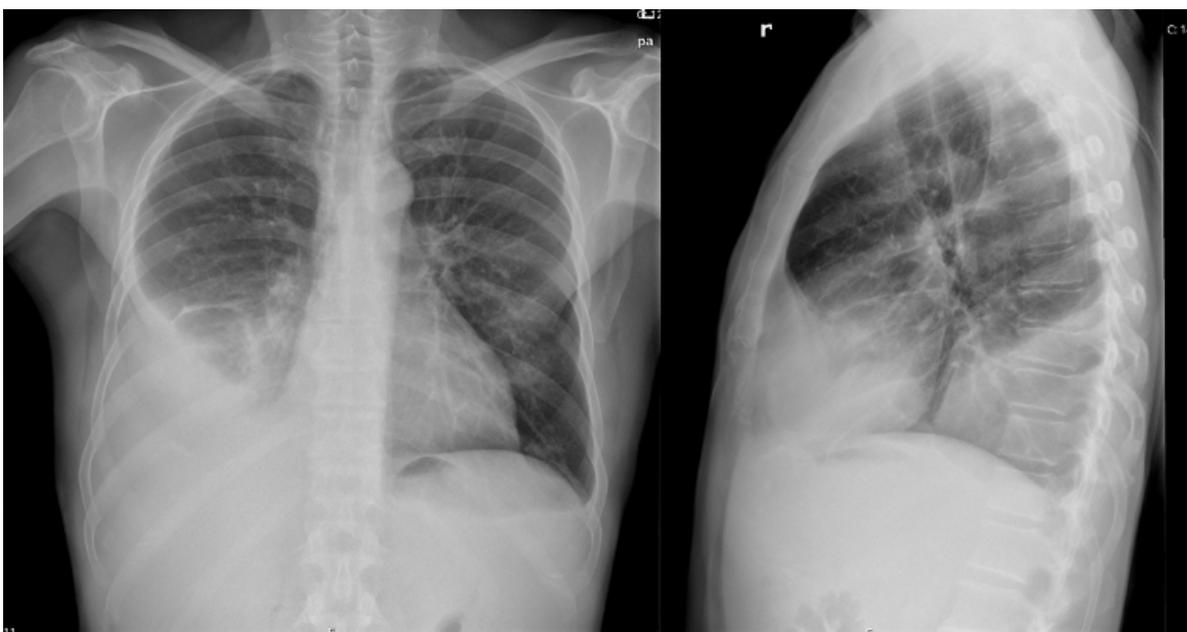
Radiografia de Tórax pósterio-anterior e de perfil realizada pelo doente descrito no Caso Clínico 2: derrame pleural no hemitórax direito
